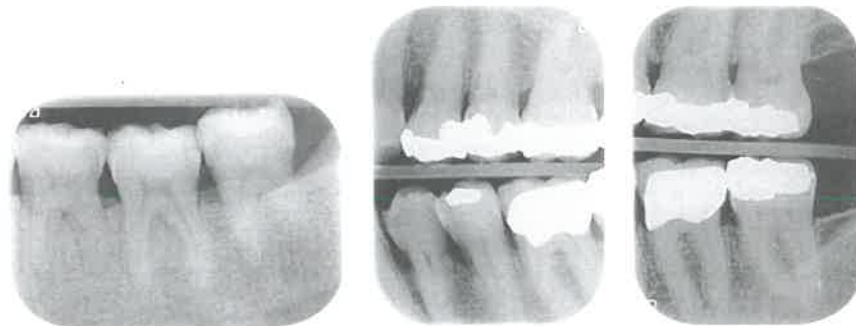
Bitewing met diepe cariëslaesie na te lang interval.
